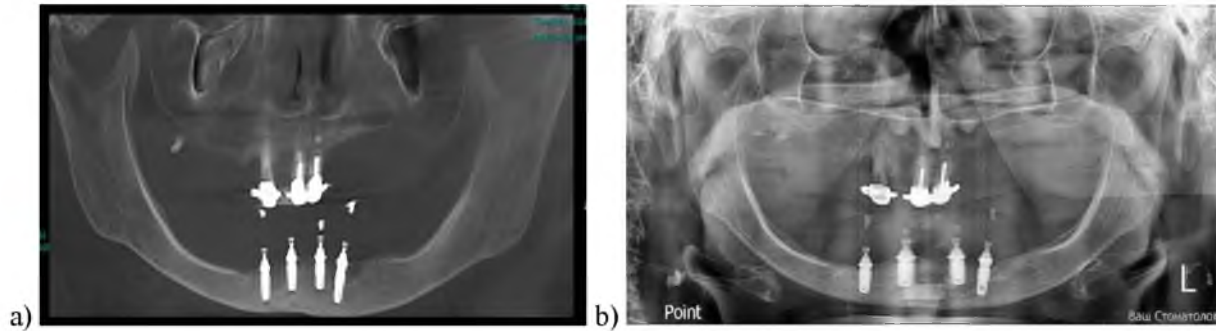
Рентгенографический контроль спустя: а – 3 месяца;
